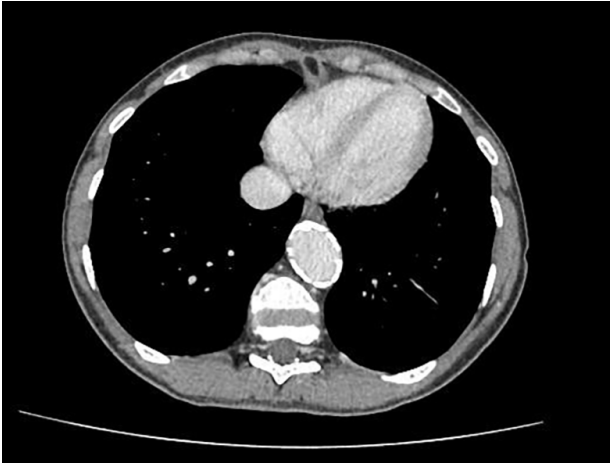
КТ без контрастного підсилення. Визначається дилатація та неоднорідне циркулярне звапнення стінки низхідної частини грудної аорти
